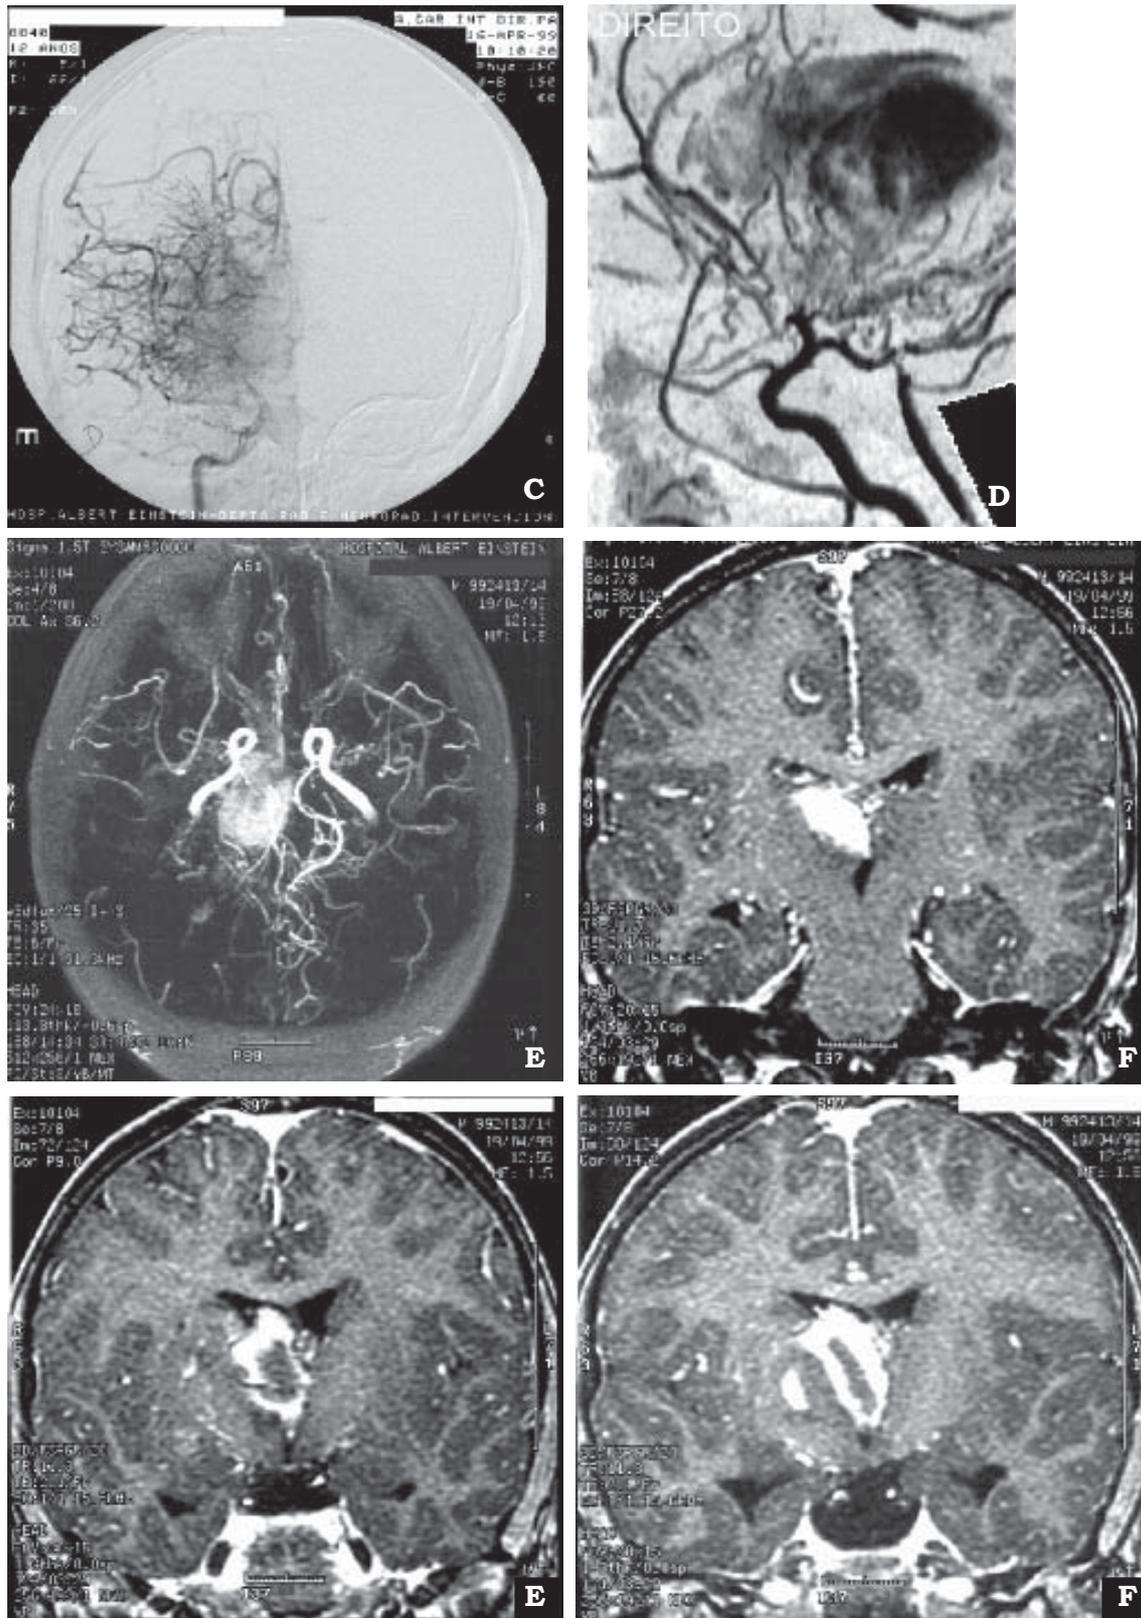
A a F- Tomografia contrastada definindo lesão vascular do tipo de extravasamento em “fumaça de cigarro” tal qual descrito como Moya Moya. G e H- Lesão anatomica residual do extravasamento pela vasculite do tipo Moya Moya.
